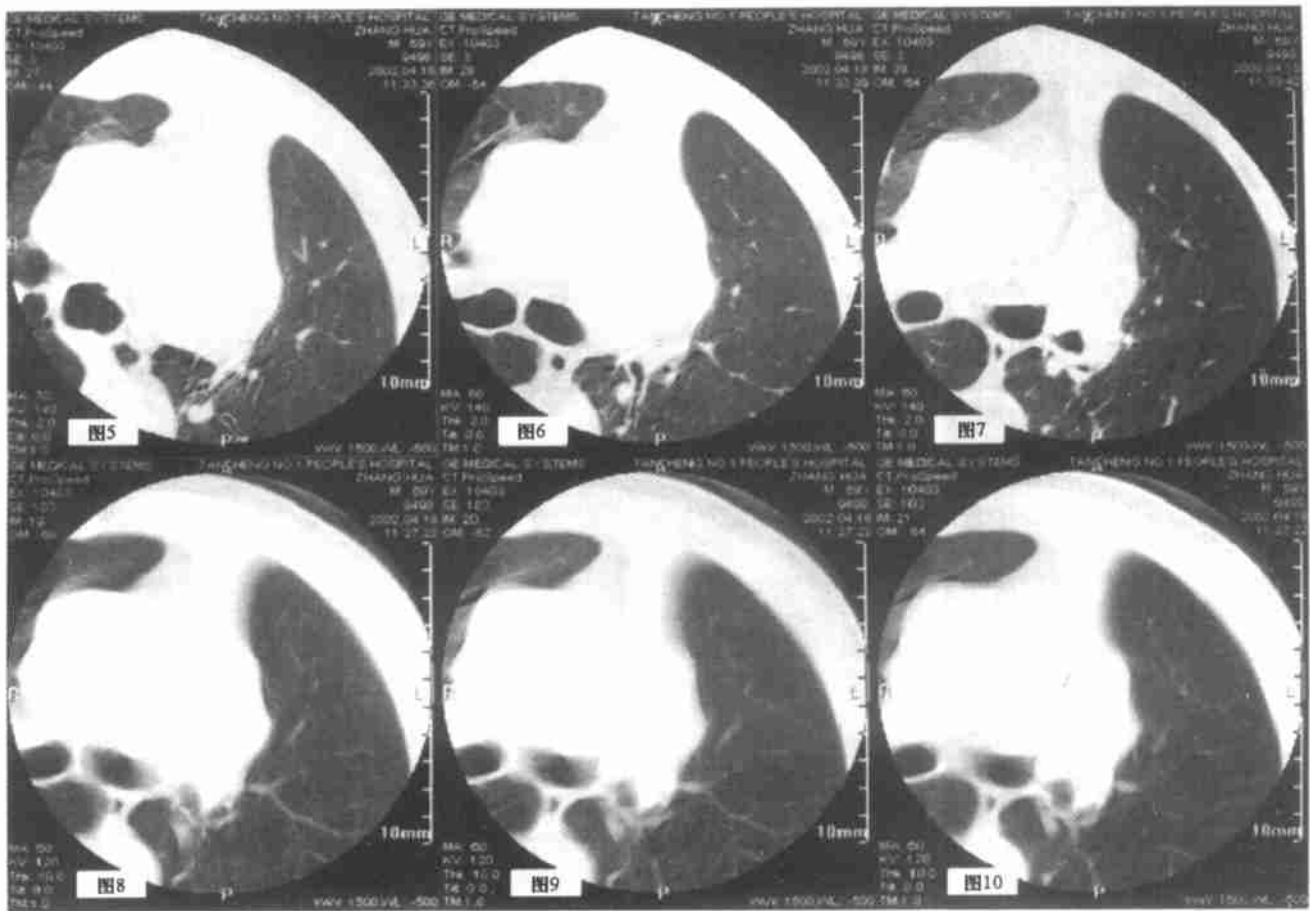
~7 HRCT 扫描的图像,较难判断支气管是否被阻断;
